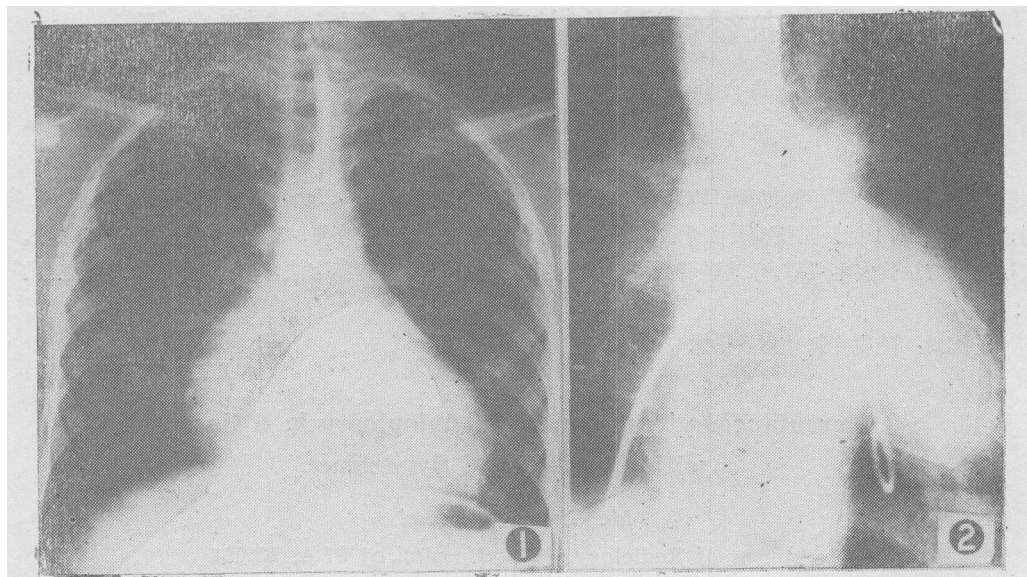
平片，两肺缺血表现、主动脉及主动脉结略偏小，肺动脉段平直，心影扩大，心脏形态呈球形。
